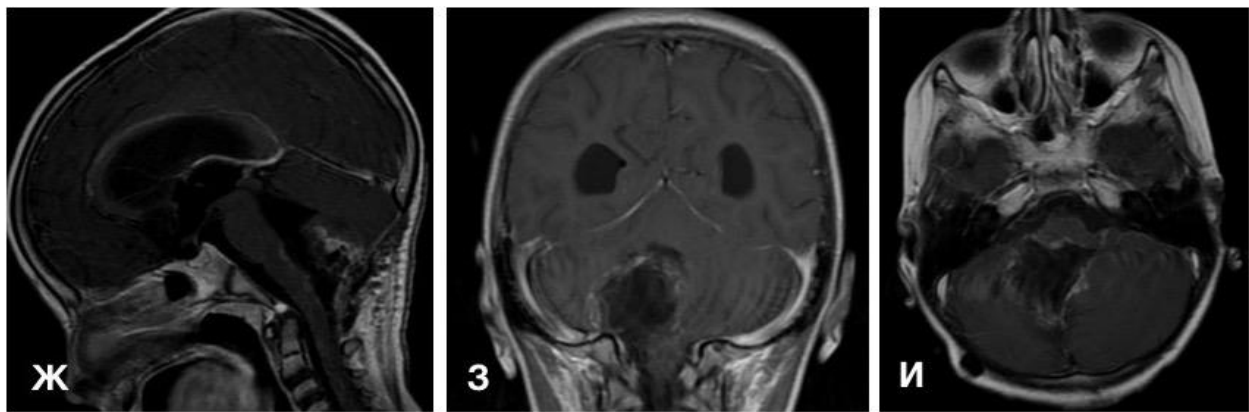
Послеоперационная контрольная МРТ головного мозга пациентки Т., выполненная на 10-е сутки после операции. Ж – T1+Gad сагиттальная МРТ, выполненная через неделю после удаления опухоли; З – T1+Gad коронарная МРТ; И – T1+Gad аксиальная МРТ
